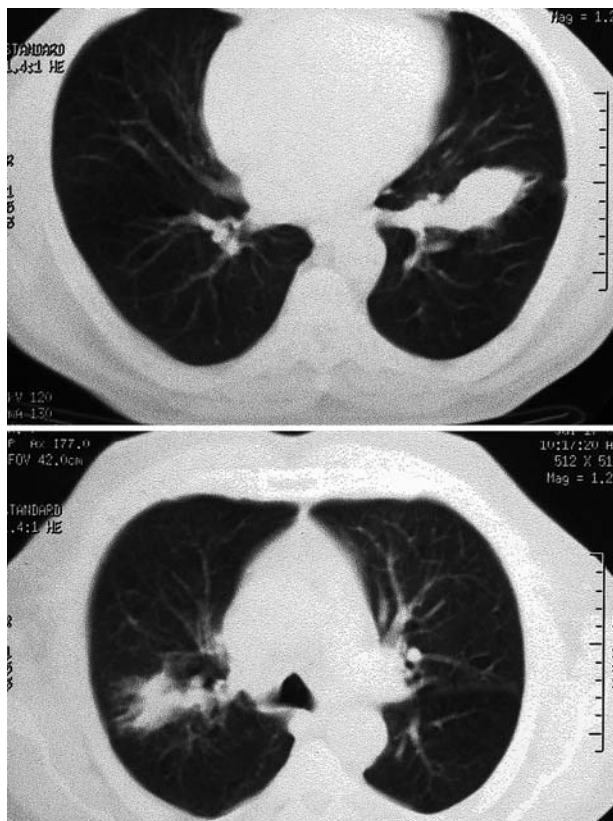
Cortes de tomografía axial computarizada que demuestran las lesiones de nuestro paciente. Corte 7 abajo muestra la lesión en el lóbulo superior derecho. Corte 11 arriba muestra la lesión en el lóbulo inferior izquierdo.
